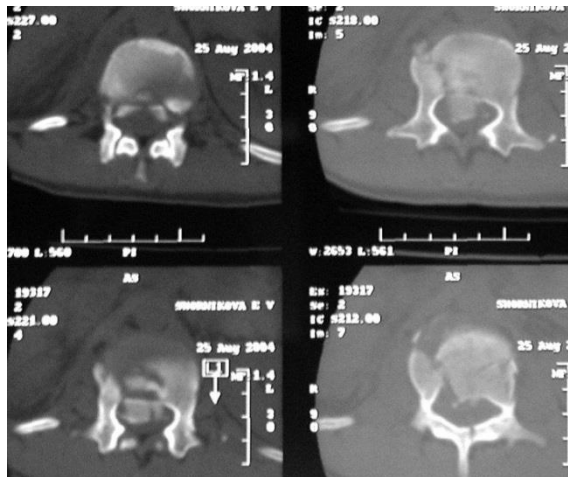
КТ-граммы больной Ш. перед операцией (стеноз двумя костными фрагментами тела позвонка без реверсии).
